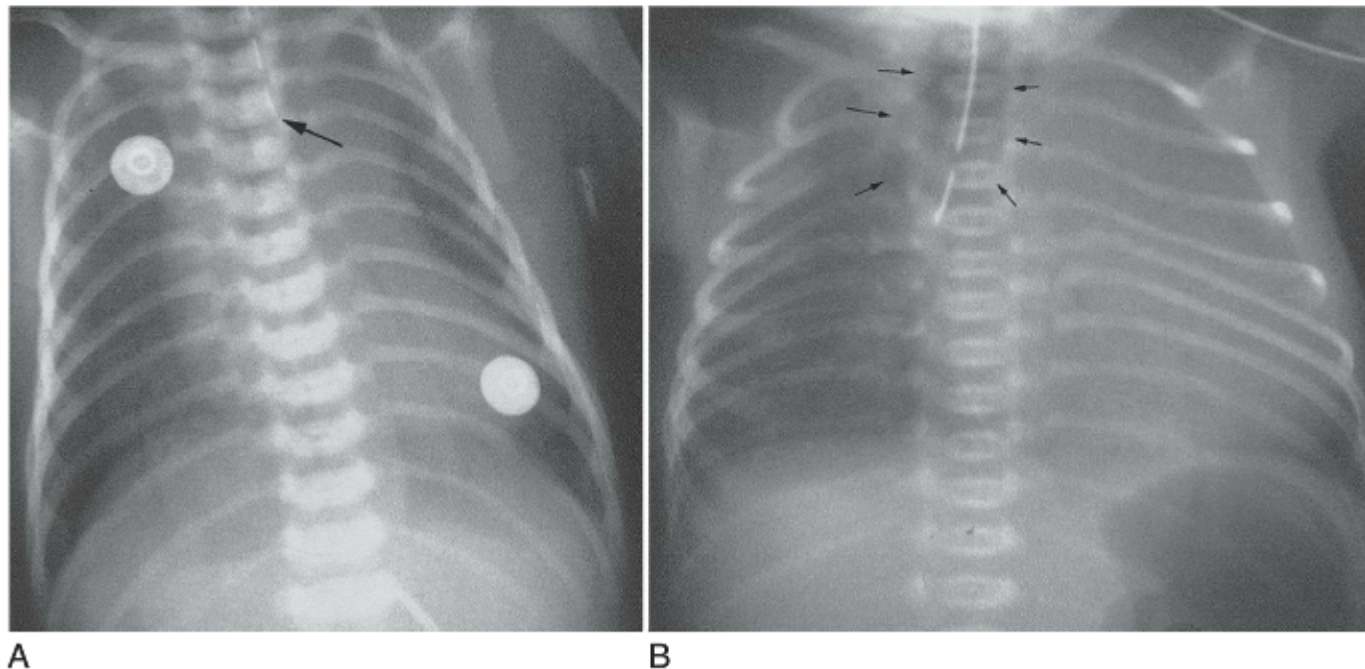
A, Radiografia simples do tórax de um lactente com atresia esofágica pura. Observa-se a incapacidade de passar o tubo nasogástrico (*seta*) no estômago e a ausência de gases no abdome. B, Radiografia simples do tórax de um lactente com atresia esofágica e fístula traqueoesofágica (FTE). A atresia esofágica é sugerida pela impossibilidade de passar o tubo nasogástrico no interior do estômago e do esôfago, cheio de gás proximalmente ao estômago (*setas*). Verifica-se a FTE pela presença de gases dentro do abdome.
